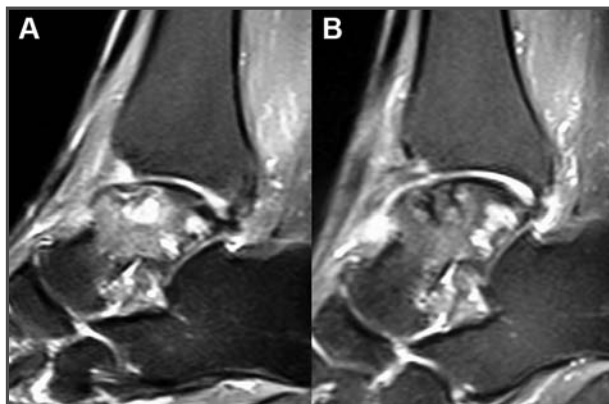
Primera RM: se aprecian múltiples lesiones quísticas en la cúpula astragalina. 1B. Segunda RM, realizada tras la mosaicoplastia: parece existir integración de los injertos, aunque permanece un quiste en el cuerpo del astrágalo y adelgazamiento del cartilago articular.
